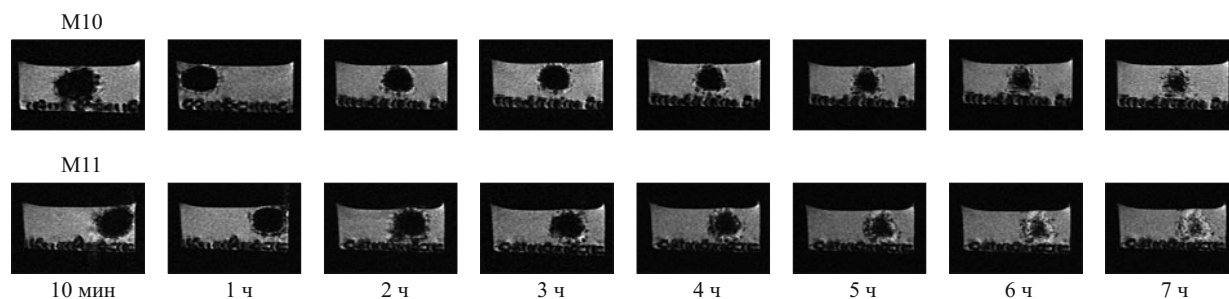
МРТ-изображения таблеток пророксана на разных стадиях набухания в 50 мМ солянокислом буфере с рН 1,2.
